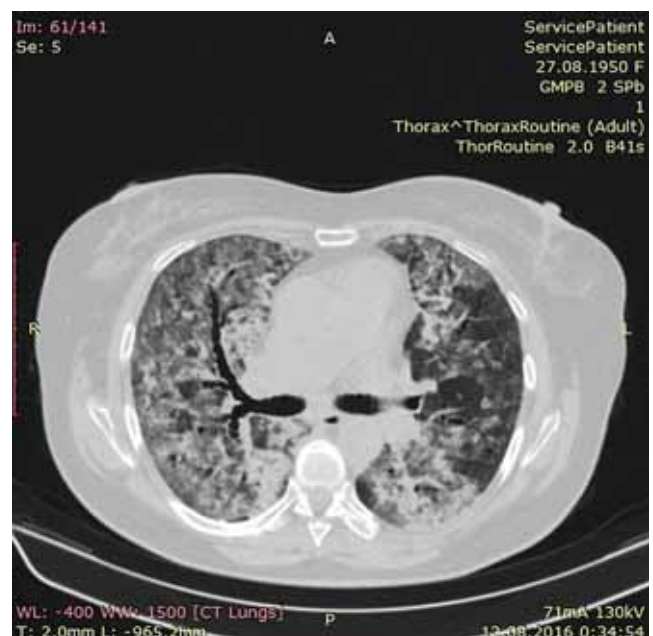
Компьютерная томограмма легких. Двусторонние резковыраженные интерстициально-инфильтративные изменения
